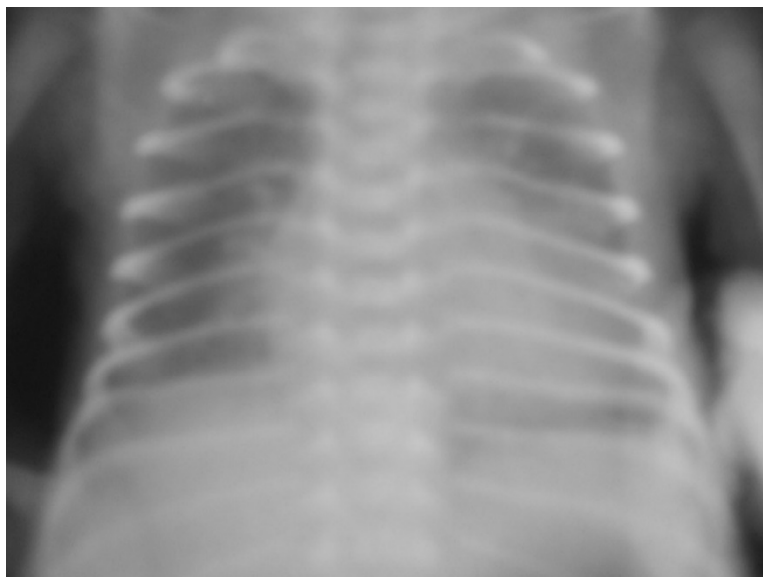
Рентгенограмма ребенка Х., 18 дней. Срок гестации 31 неделя. Ателектатическая пневмония. Гиповентиляция легких. Распространенные среднеинтенсивные мелкоочаговые тени. Симптом "воздушной бронхограммы" слева. Расширение корней. Кардиомегалия. Нечеткость силуэта сердца.
